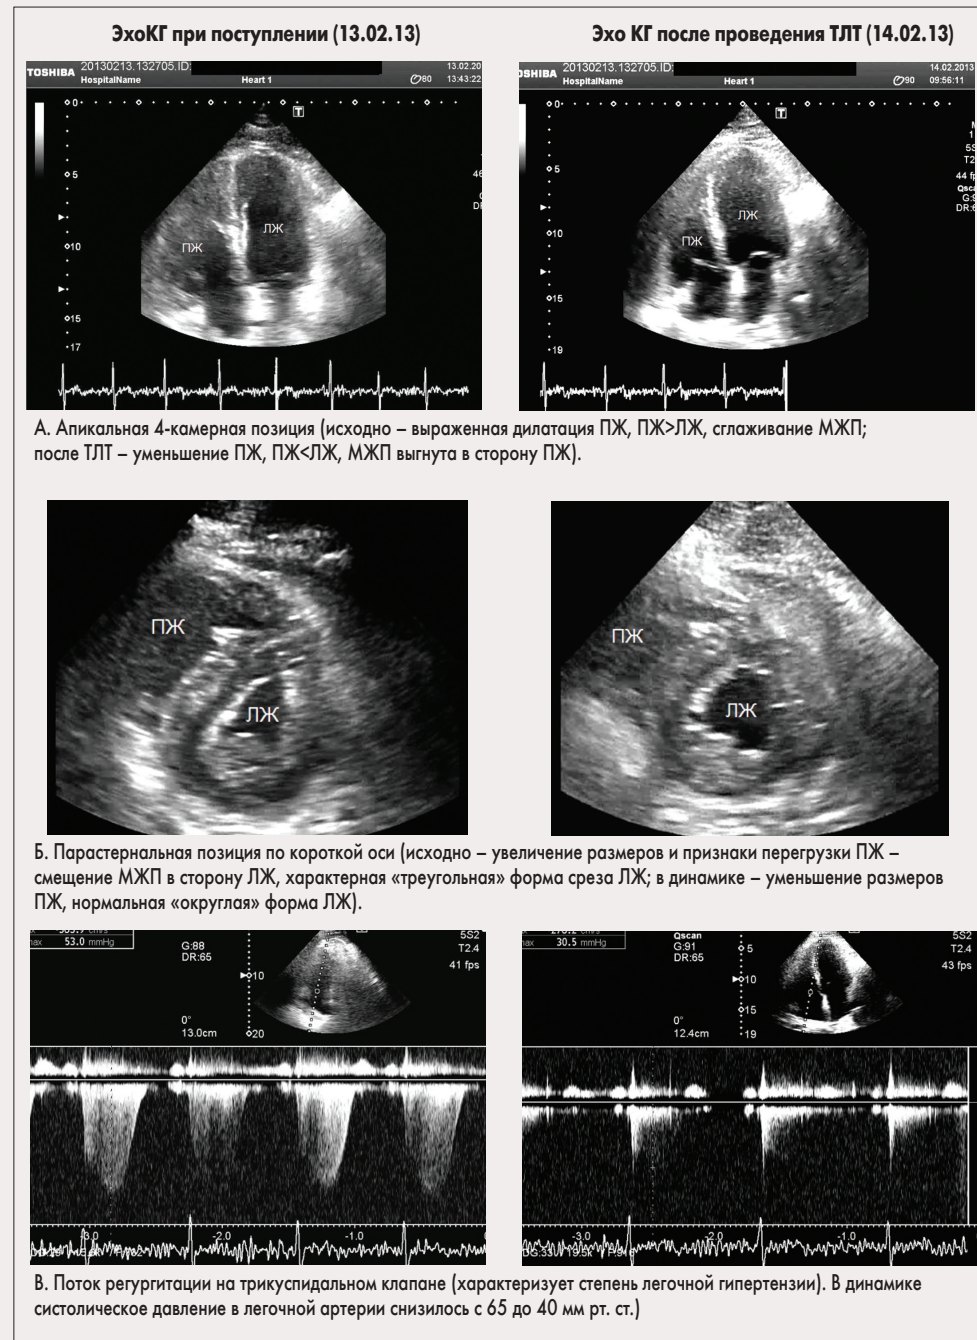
Данные эхокардиографии до и после проведения тромболитической терапии
